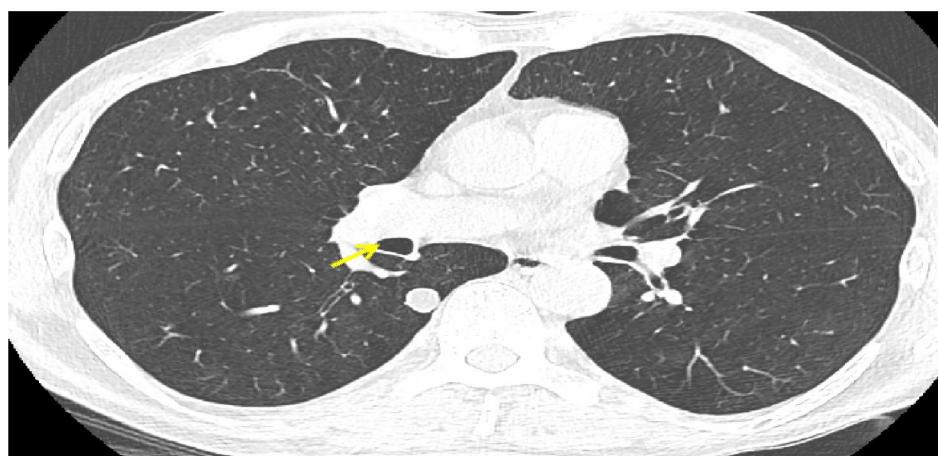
Очаг патологии в правом легком. Данные получены при проведении РКТ исследования на 16-срезовом томографе GE BrightSpeed Elite
